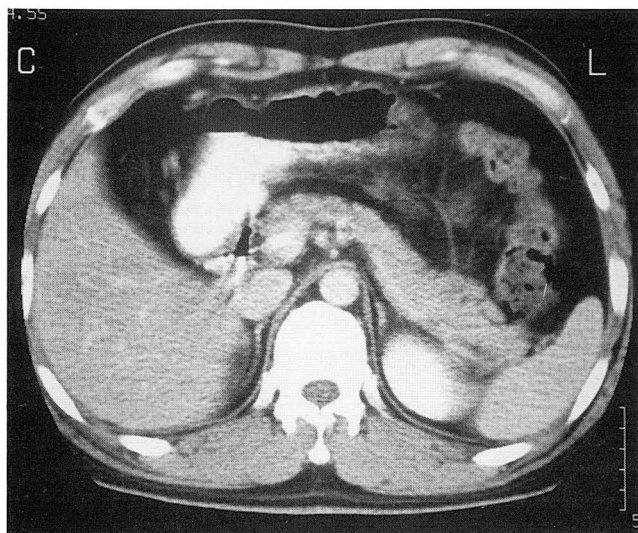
CT scan of normal pancreas in patients with abdominal pain and hyperamylasemia. Pancreas is sharply defined and homogeneous in density.(Grade A)
